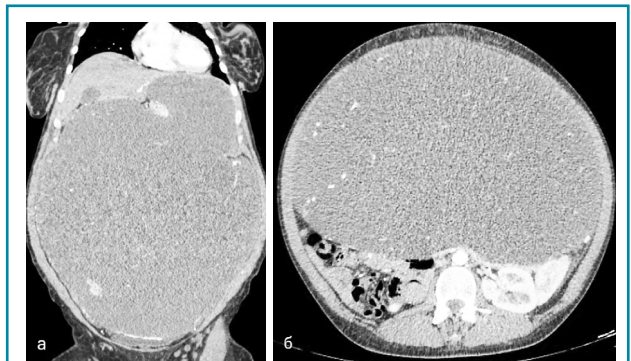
Мультиспіральна комп'ютерна томографія з контрастуванням у фронтальній (а) та аксіальній (б) проекціях. Заочеревинна пухлина
